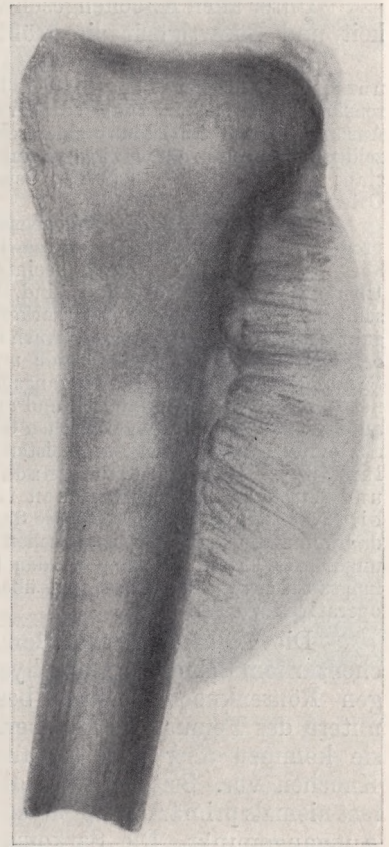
Röntgenbild des Präparates eines Osteosarkoms der Tibia. In der peripheren Wucherung radiäre Anordnung der Knochenbälkchen (Spiculae). An der Oberfläche weiches Spindelzellensarkomgewebe. Im Innern des Knochens Verdichtung des Schattens durch das Osteosarkom.
